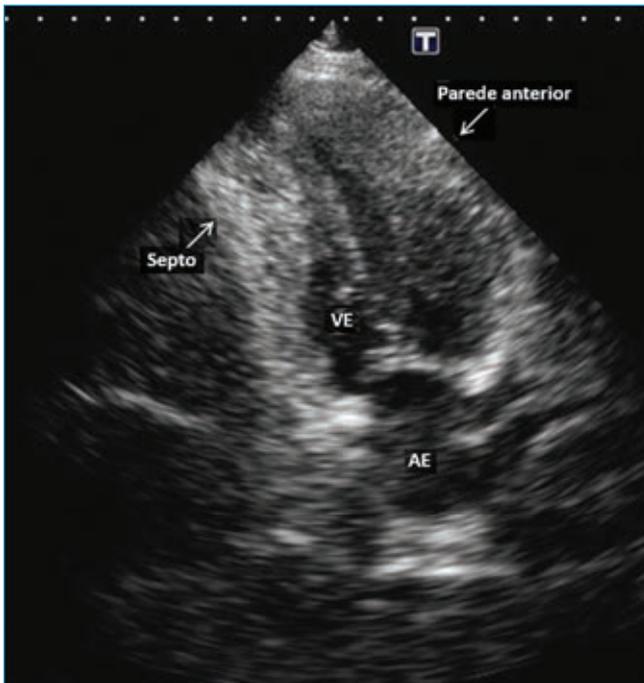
Ecocardiograma bidimensional. Hipertrofia importante do septo interventricular e da parede anterior do ventrículo esquerdo na região médio-apical.
